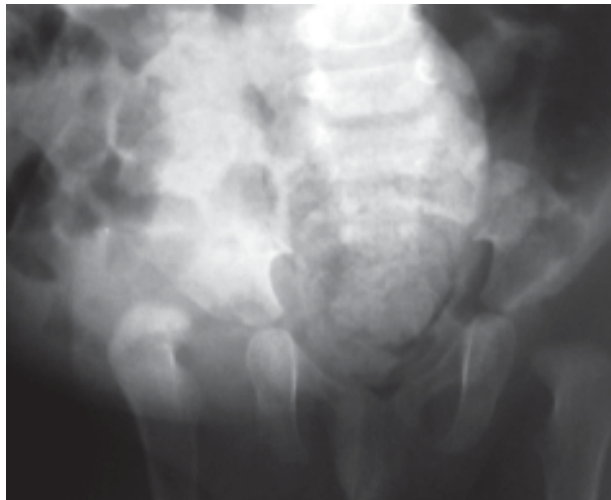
Thiago, radiografia do quadril em vista antero-posterior (AP), outubro 2001
